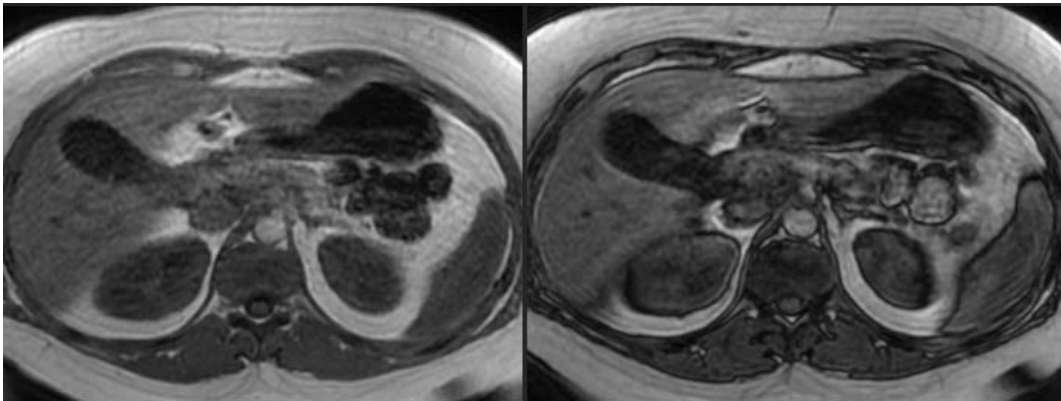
IRM surrénales normales : Séquence In phase et out phase
